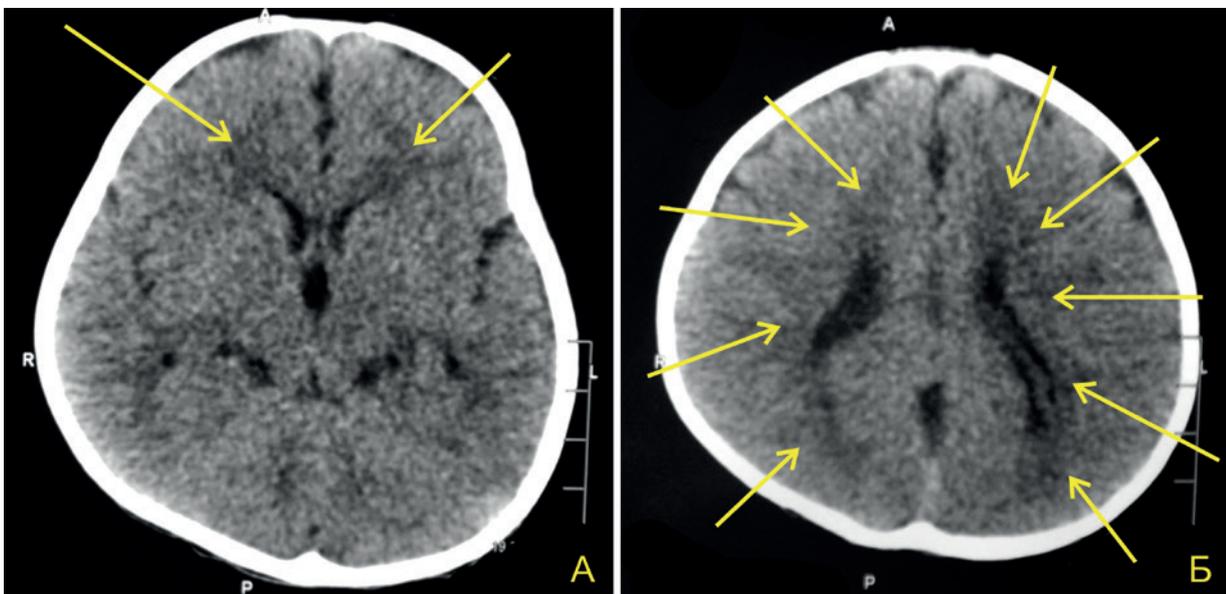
Компьютерная томография головного мозга пациентки Ж.Е.
